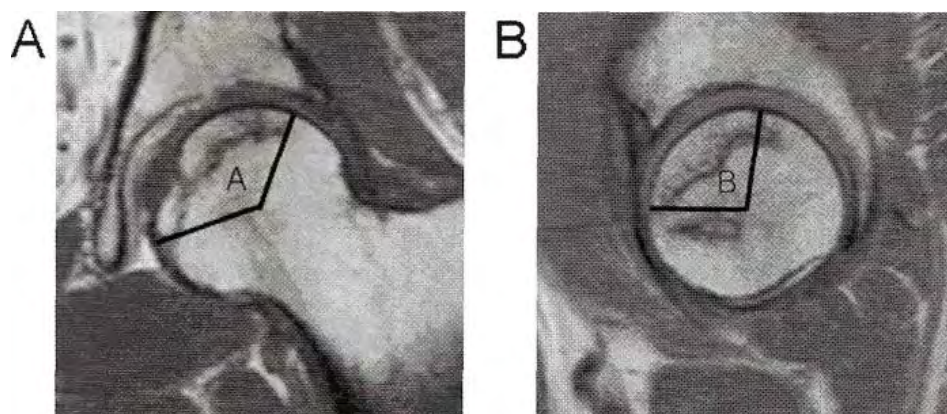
Ο υπολογισμός του δείκτη νέκρωσης χρησιμοποιώντας MRI. A είναι η γωνία της νεκρωτικής βλάβης σε κεντρική στεφανιαία (mid-coronal) τομή και B είναι η γωνία της νεκρωτικής βλάβης σε κεντρική οβελιαία (mid-sagittal) τομή.
